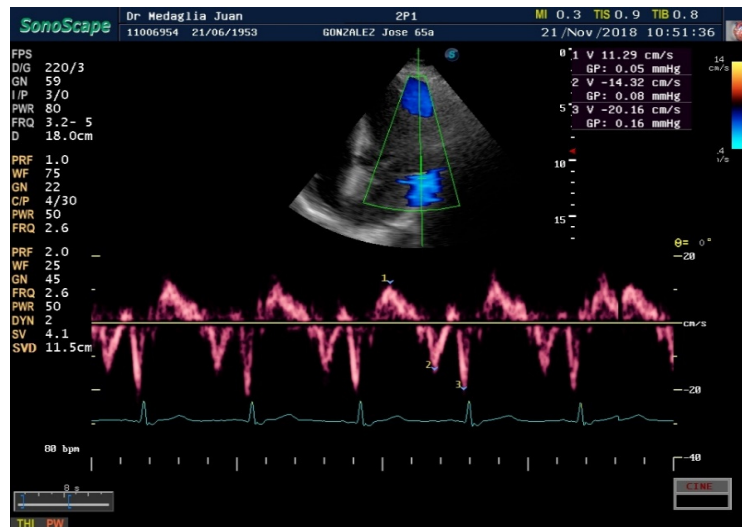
medición de las velocidades de las ondas S, e' y a' mediante Doppler tisular en el anillo mitral lateral
